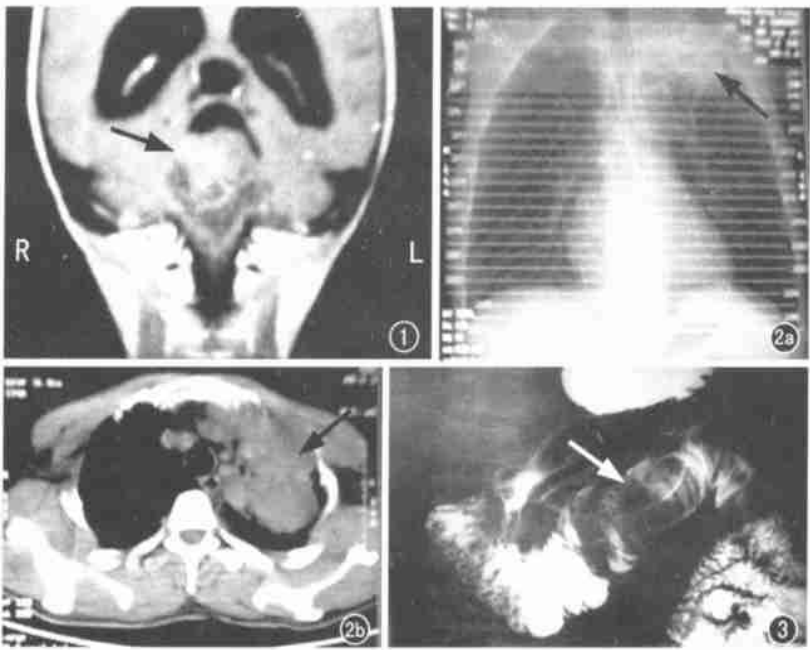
MRI T₁WI C⁺ 示右侧小脑半球星形细胞瘤 3~4 级(箭)。图 2 左上肺尖炎性假瘤(箭)。a) CT 标绘图; b) CT 轴位像。图 3 十二指肠水平段钡餐所示错构瘤。肠腔内长块状肿块, 肠管扩张(箭)。
